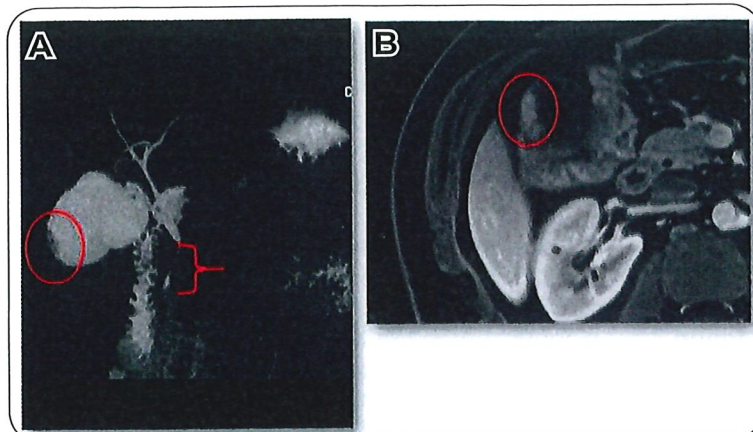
Bili-RMN du patient.
